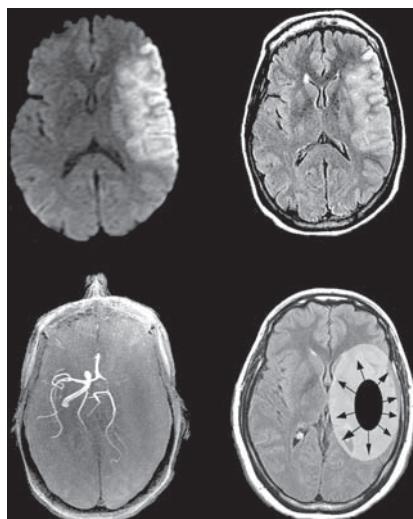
Infarctus cérébraux (2). En haut à gauche, IRM cérébrale en séquence de diffusion : hypersignal étendu sylvien droit correspondant à un infarctus sylvien récent. En haut à droite, IRM cérébrale en séquence FLAIR : visualisation du même hypersignal que sur la séquence de diffusion, évoquant un infarctus de plus de 4 à 6 heures. En bas à gauche, reconstruction de l'ARM intracrânienne : non-visualisation de l'axe carotidien gauche. En bas à droite, en noir : la zone de nécrose centrale ; en blanc : la zone de pénombre (zone d'ischémie réversible si l'occlusion artérielle est levée rapidement : c'est le principe de base de la thrombolyse +++).
